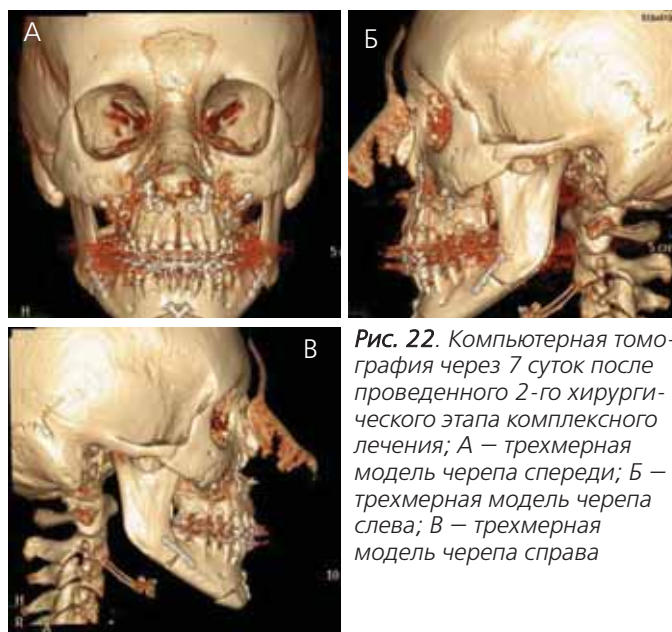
Компьютерная томография через 7 суток после проведенного 2-го хирургического этапа комплексного лечения: А — трехмерная модель черепа спереди; Б — трехмерная модель черепа слева; В — трехмерная модель черепа справа
